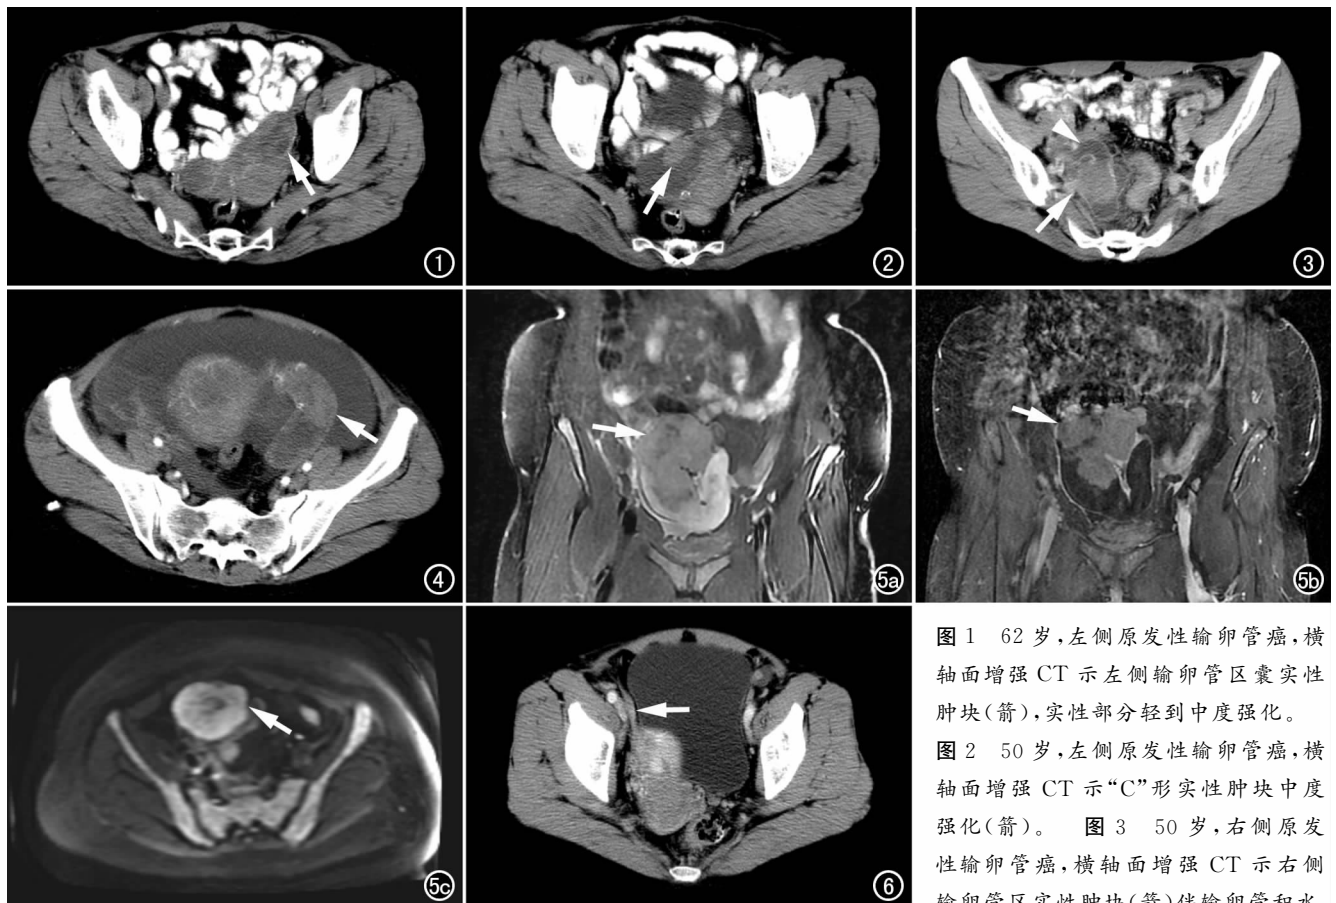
62 岁, 左侧原发性输卵管癌, 横轴面增强 CT 示左侧输卵管区囊实性肿块(箭), 实性部分轻到中度强化。
